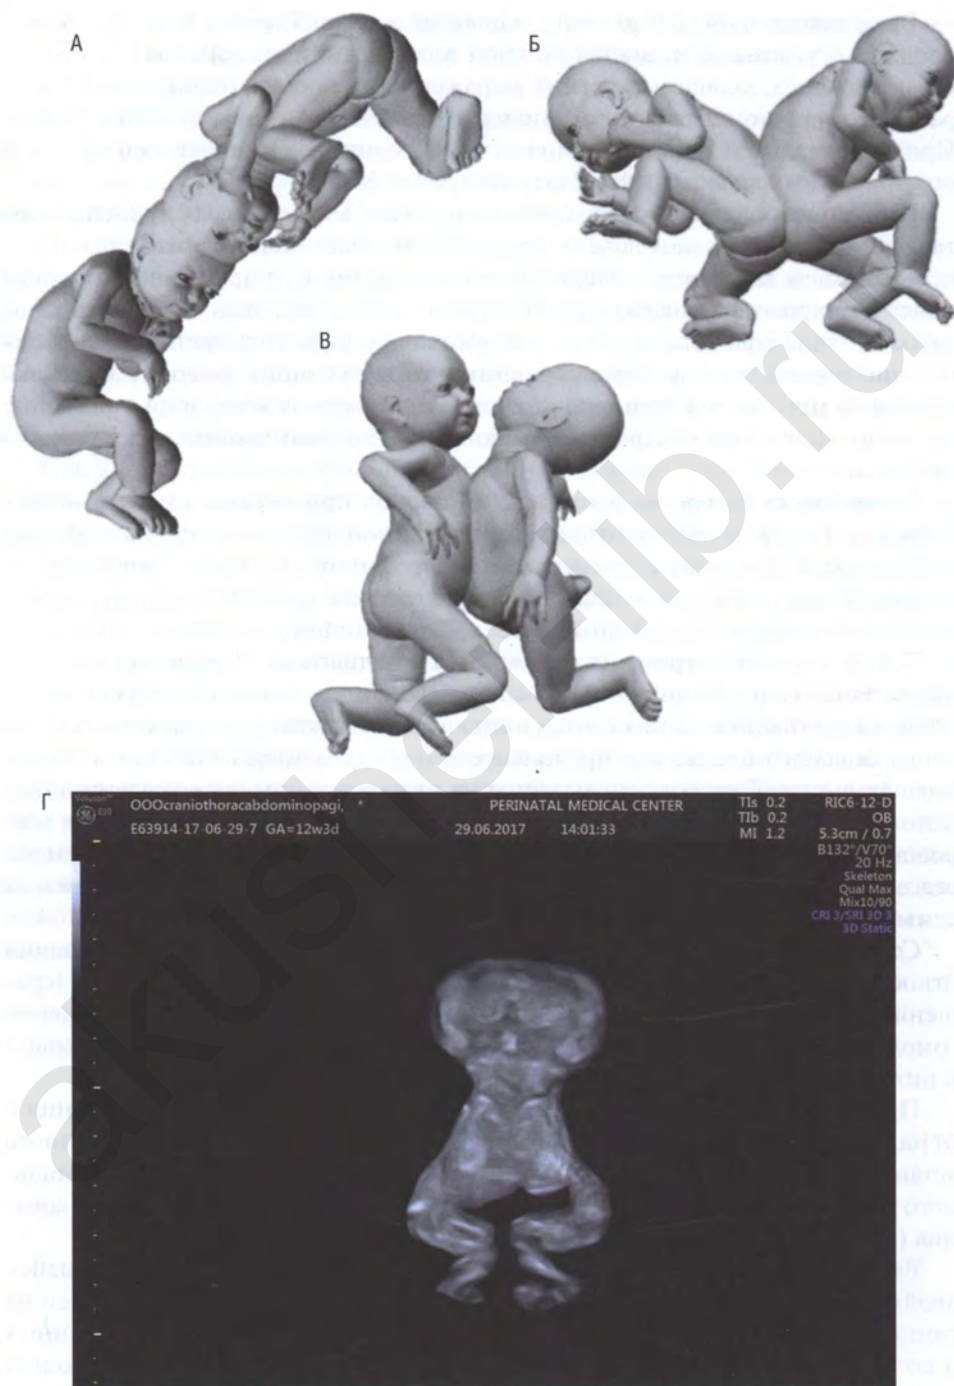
Сросшиеся (неразделившиеся) близнецы: А — краниопаги; Б — ишиопаги; В — торакопаги; Г — сросшиеся близнецы, УЗИ, HDlive-технология
